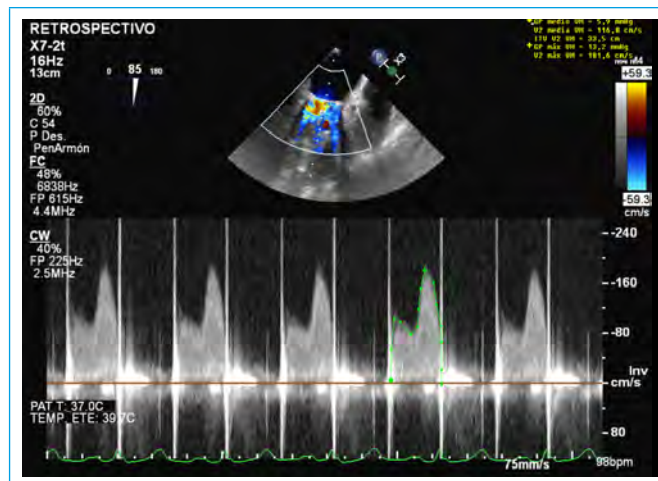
Doppler continuo mitral. Se observa un leve aumento del gradiente transvalvular mitral compatible con progresión de la extensión de la trombosis
